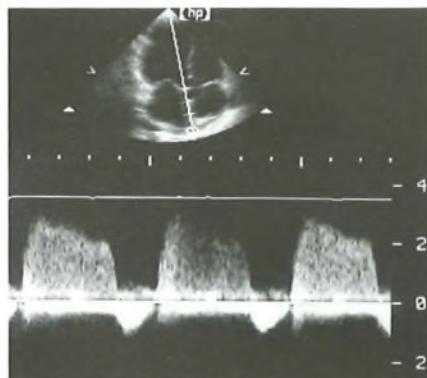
Insufficienza aortica: studio Doppler continuo del jet di rigurgito aortico.
